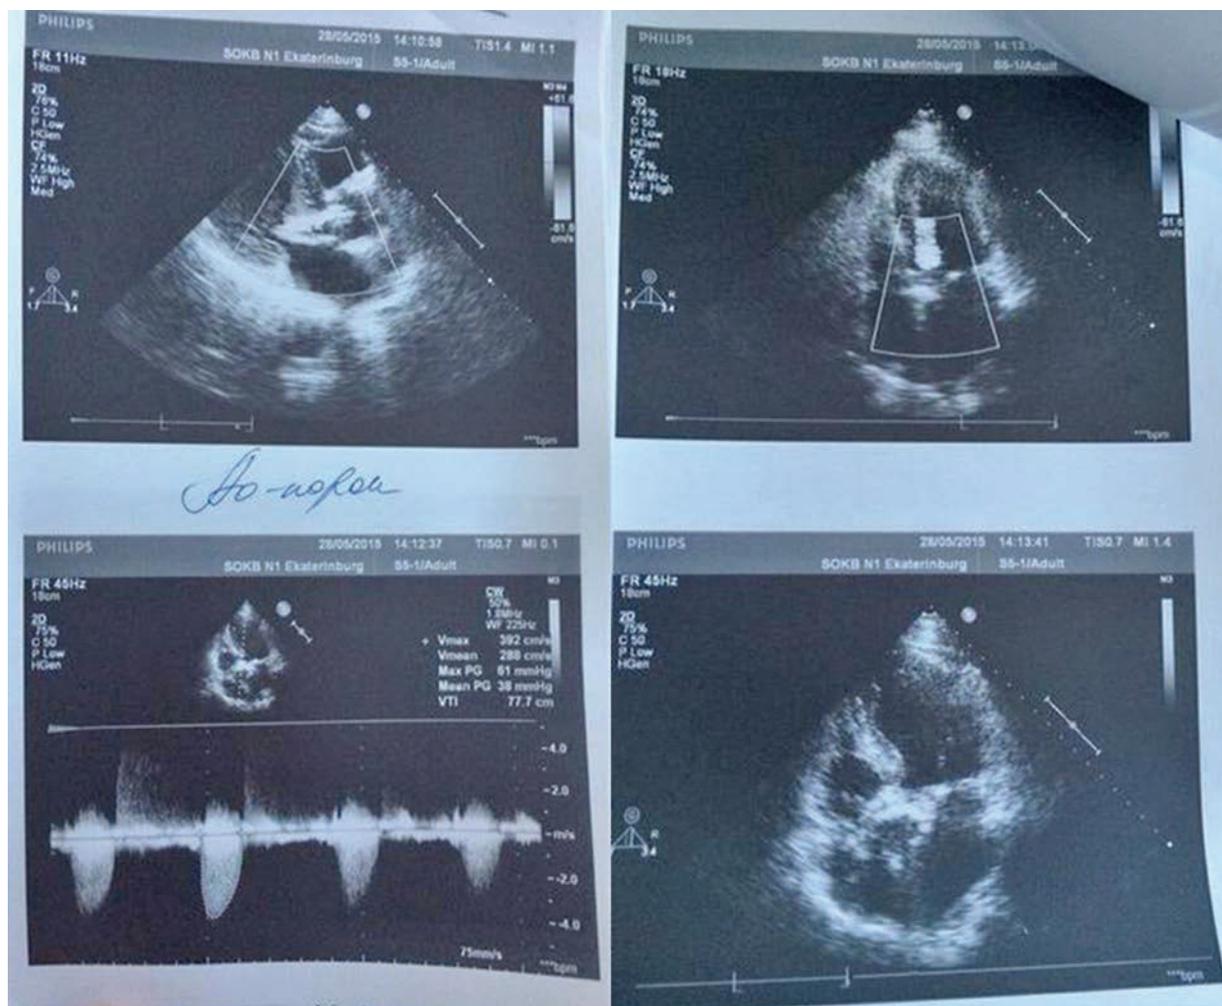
Эхокардиографическое исследование пациентки Н. до операции
